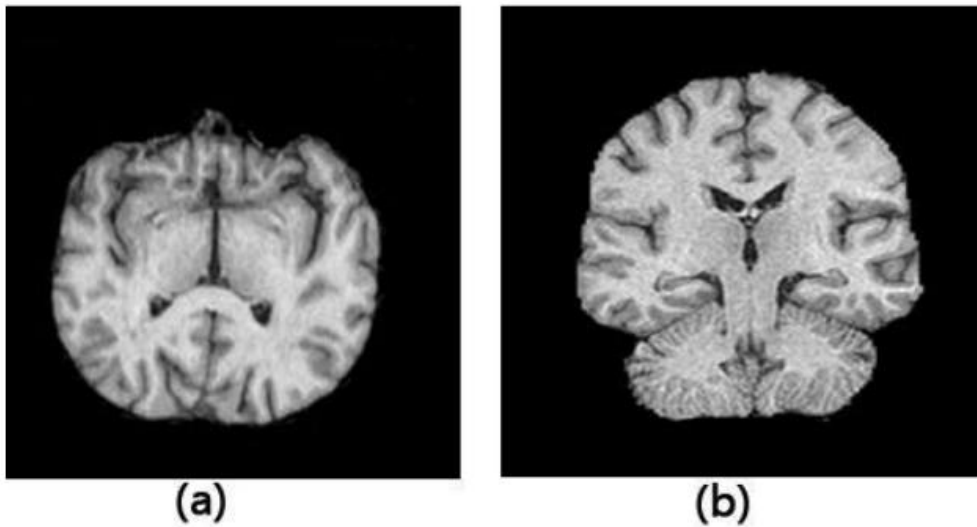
Exemples des coupes IRM, (a) transversal, (b) sagittal
